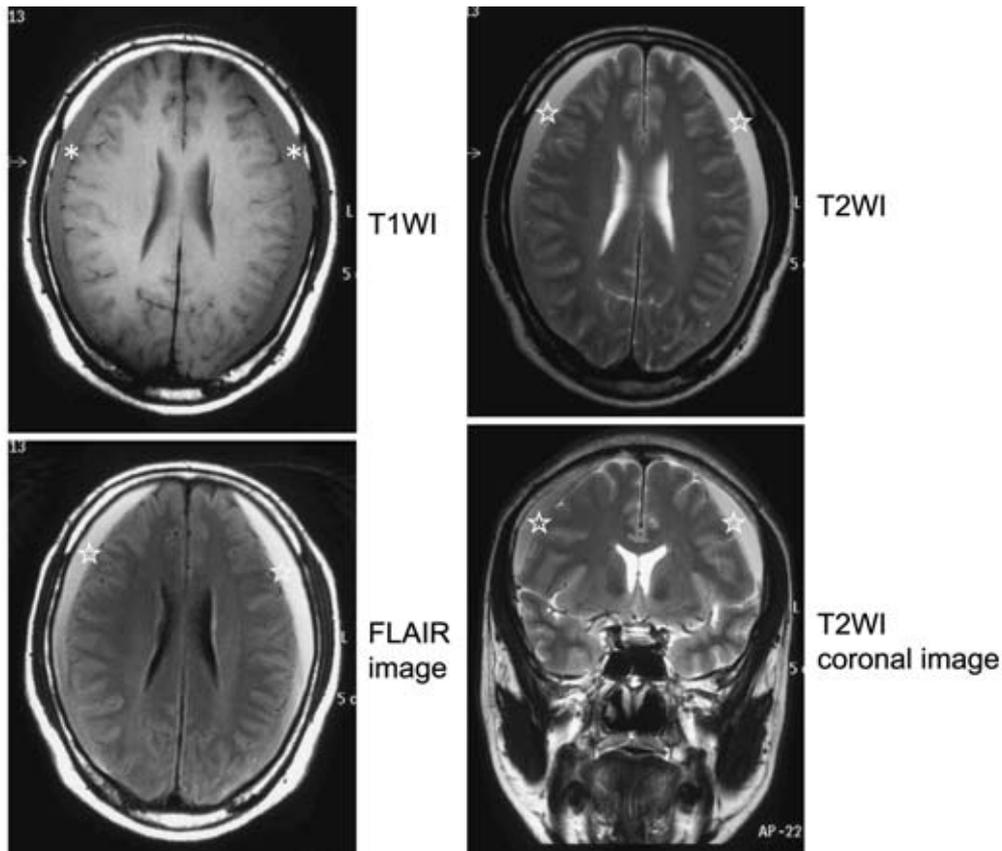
brain MRI (initial)
